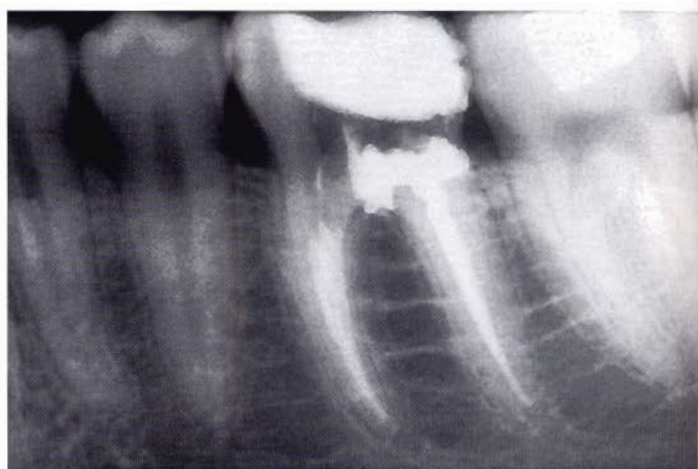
b - Radiografia postoperatoria.
